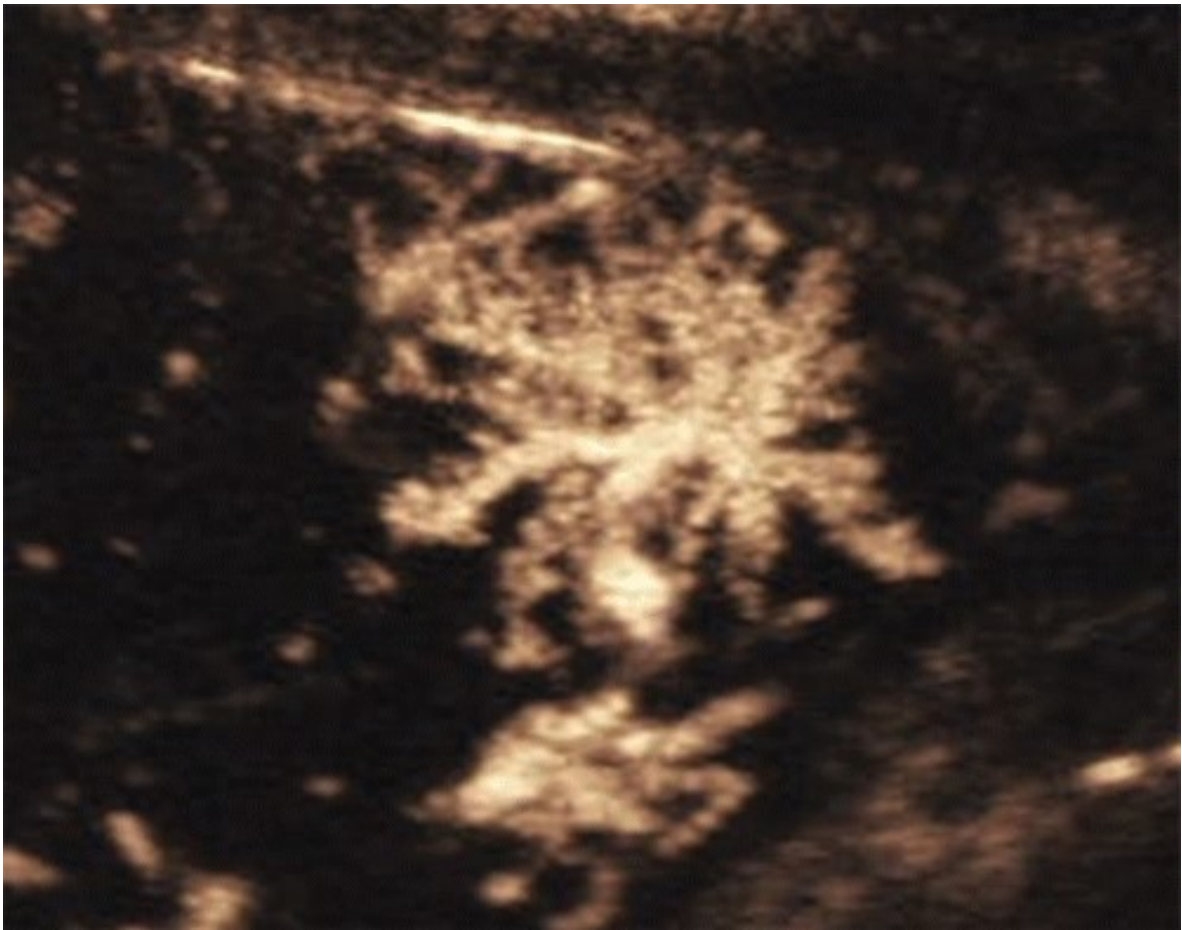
Radspeichenphänomen bei FNH im CEUS. Quelle: Modifiziert nach Burrowes DP, Medellin A, Harris AC, Milot L, Wilson SR. Radiographics 2017; 37: 1388-1400
